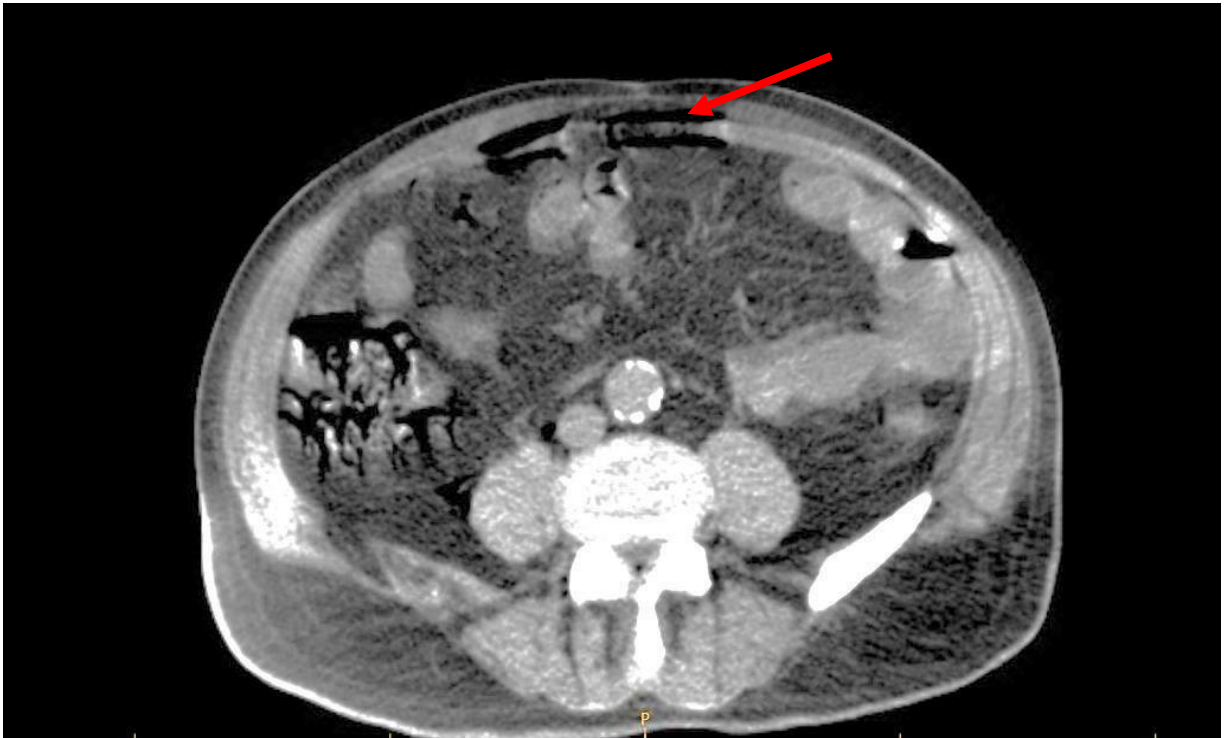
компьютерная томография пациента С. 89 лет. История болезни №5065. В брюшной полости определяется газ (указано стрелкой), в правом латеральном канале в области слепой кишки определяется скопление газов и кишечного содержимого.
